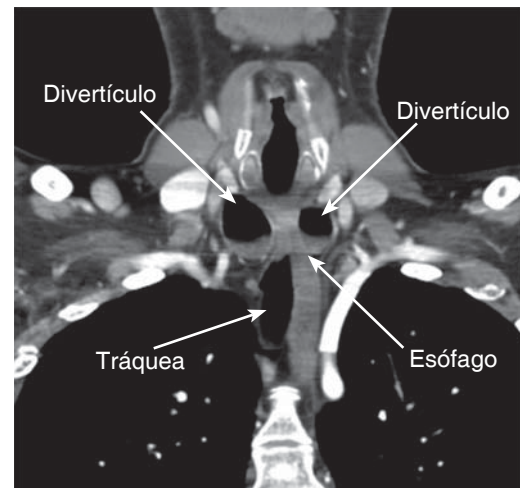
Tomografía a nivel cervicotorácico en corte coronal, que muestra localización de divertículos esofágicos de Killian-Jamieson.
